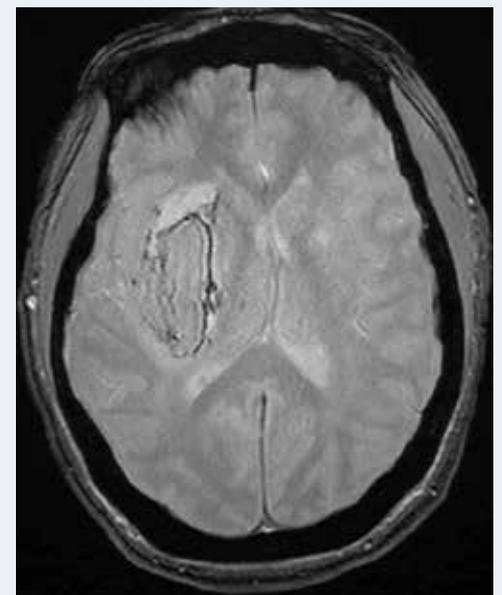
IRM cérébrale en séquence T2 écho de gradient d'un patient ayant présenté une hémorragie cérébrale profonde.
